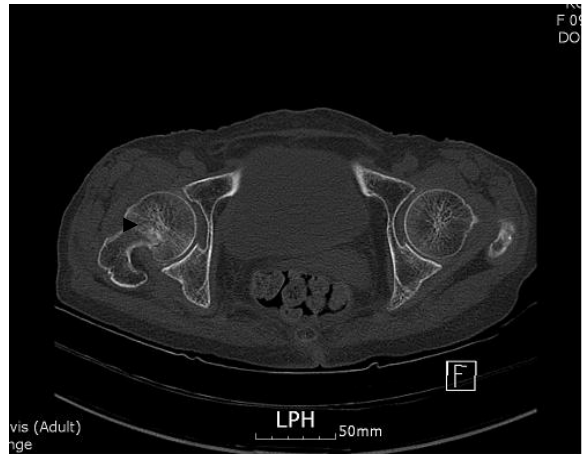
Femoral neck fracture in CT
